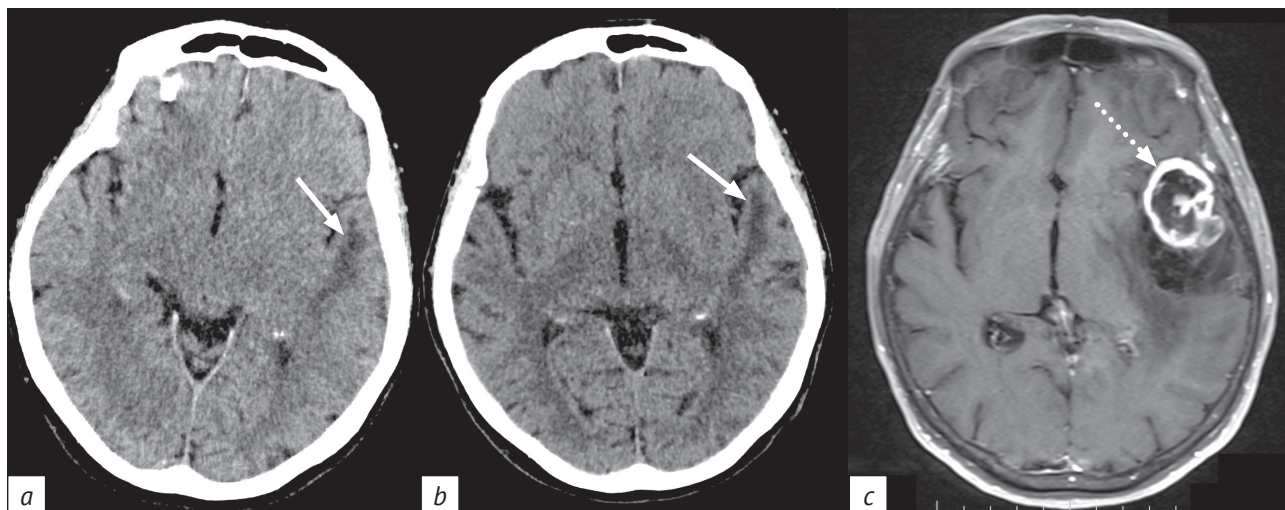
Компьютерные томограммы (КТ) (a, b) и магнитно-резонансная томограмма (МРТ) (c) головного мозга в аксиальной плоскости. На КТ, выполненных с разницей 149 дней, определяется гиподенсный участок в белом веществе левой височной доли, не распространяющийся на кору полушария (сплошные стрелки). На МРТ, проведенной спустя 298 дней, в левой височной доле визуализируется образование, интенсивно накапливающее контрастный препарат по периферии (пунктирная стрелка)
